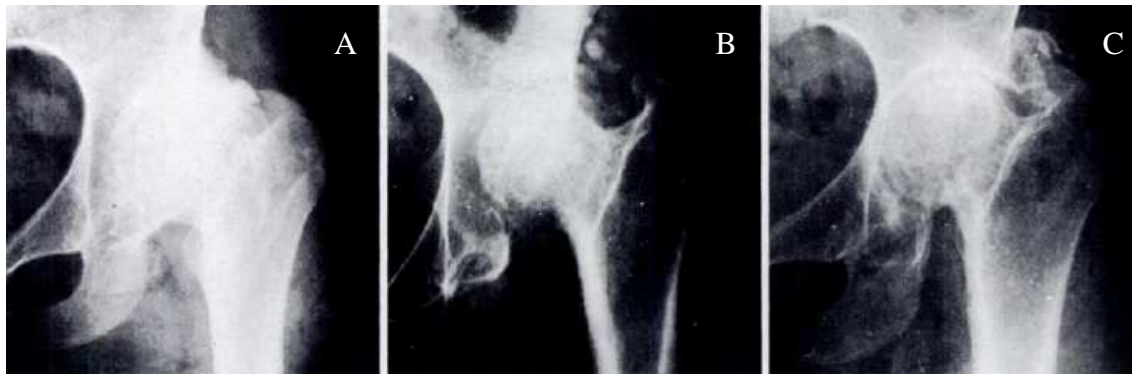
Röntgenbild der linken Hüfte. A- Praeoperativ. B- 20 Monate Postoperativ. C- 38 Monate postoperativ. Darstellung einer radiologisch nachweisbaren deutlichen Regeneration des Hüftgelenkes (G. K. Vishwakarma 1986 J Bone Joint Surg Br)
